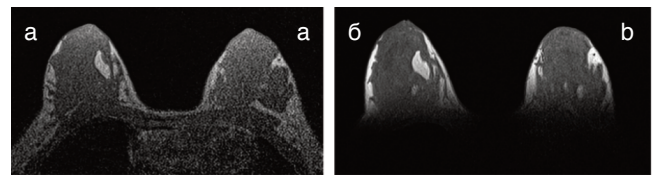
МР изображения (T1-ВИ) двух здоровых добровольцев, полученные на томографе 1,5 Тл с поверхностной катушкой для тела (а) и разработанным метаустройством (б)
